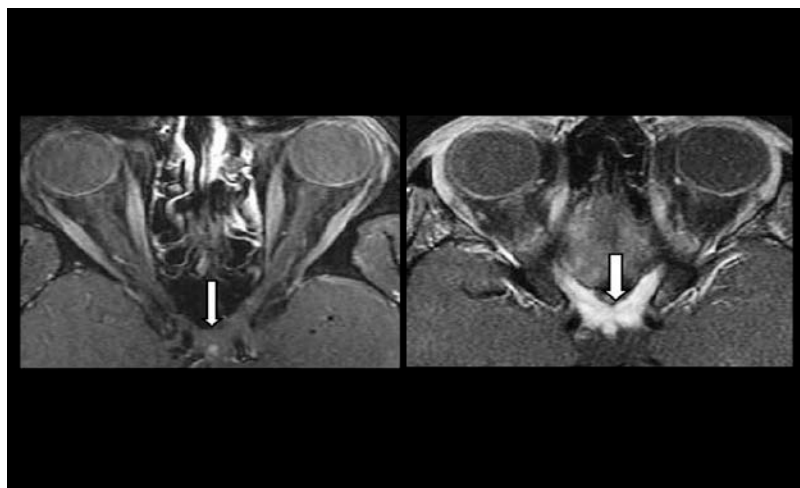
Evaluación del quiasma óptico con contraste de Gadolinio T1 ponderado, que muestra hallazgos normales (imagen izquierda) y lesión desmielinizante del quiasma óptico (imagen derecha), que se ve más brillante en la RM.
